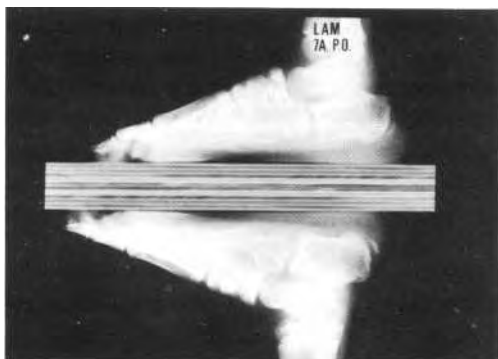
LAM, Radiografía, 7a-80.
